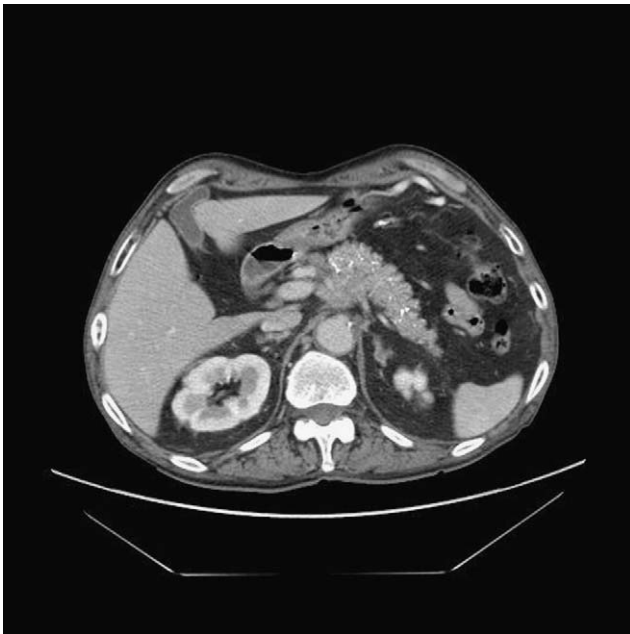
Imagen de TC que muestra masa de cuerpo de páncreas de 3 x 2 cm que engloba al tronco celiaco.
